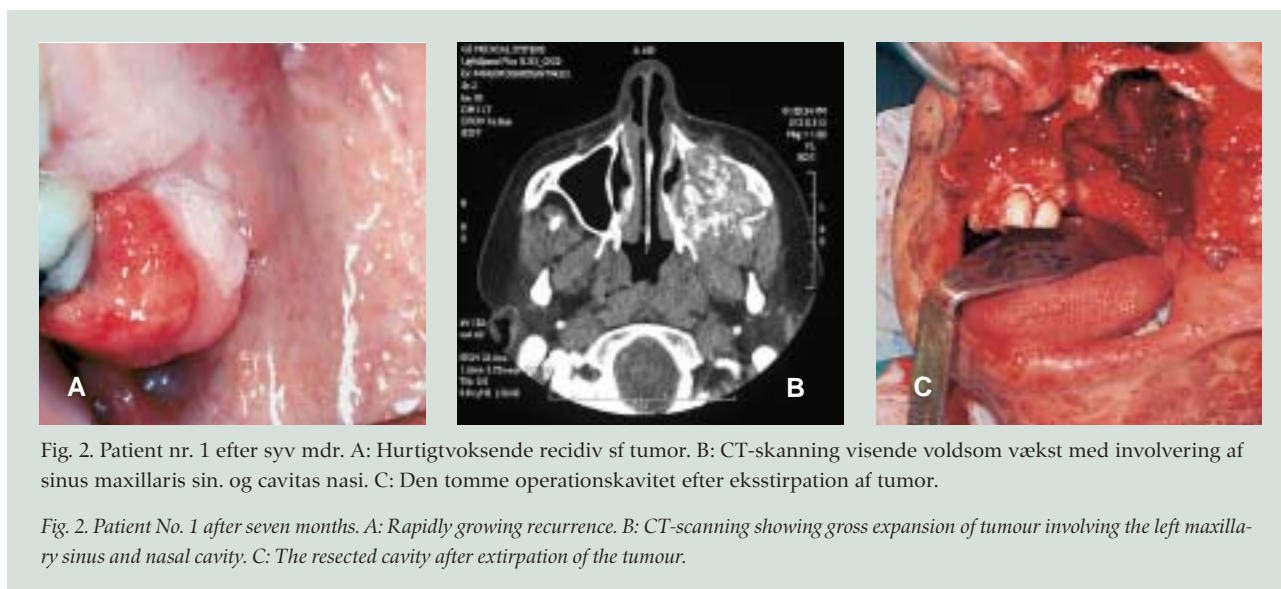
Patient nr. 1 efter syv mdr. A: Hurtigtvoksende recidiv sf tumor. B: CT-skanning visende voldsom vækst med involvering af sinus maxillaris sin. og cavitas nasi. C: Den tomme operationskavitet efter ekstirpation af tumor.
